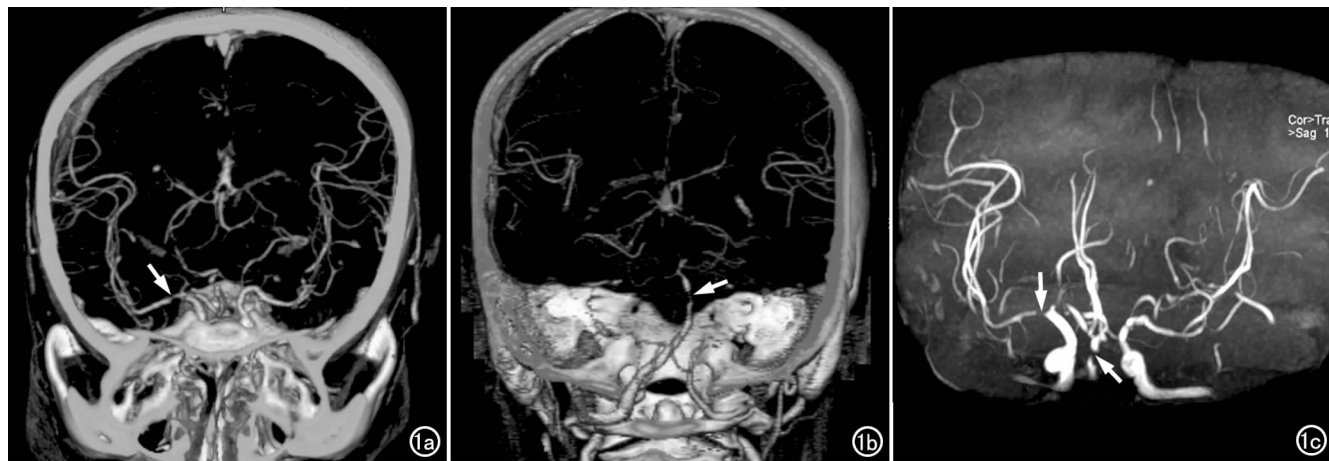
多发脑动脉狭窄。a) CTA 示右侧大脑中动脉 M1 段狭窄约 85%(箭); b) 另一层面 CTA 示基底动脉局部狭窄约 85%(箭); c) MRA 示相应部位的血管闭塞(箭),远端血管充盈。
